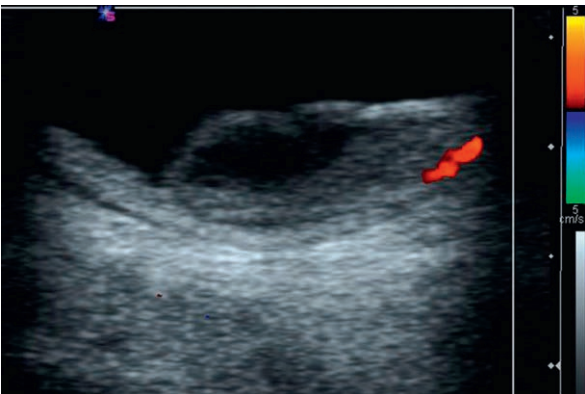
Hématome sous-rétinien – écho-Doppler couleur.*
